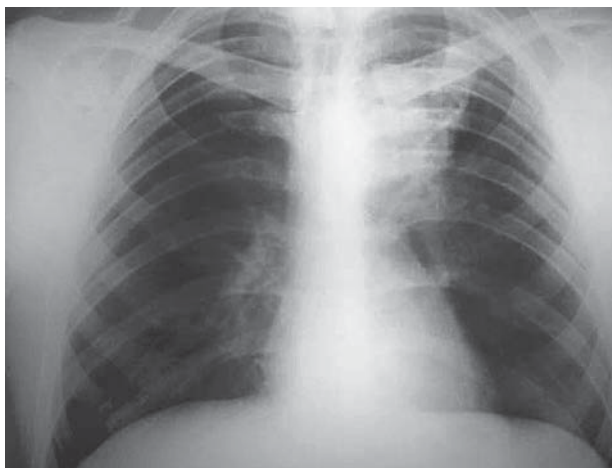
Обзорная рентгенография ОГК до начала лечения (01.07.2013 г.)
